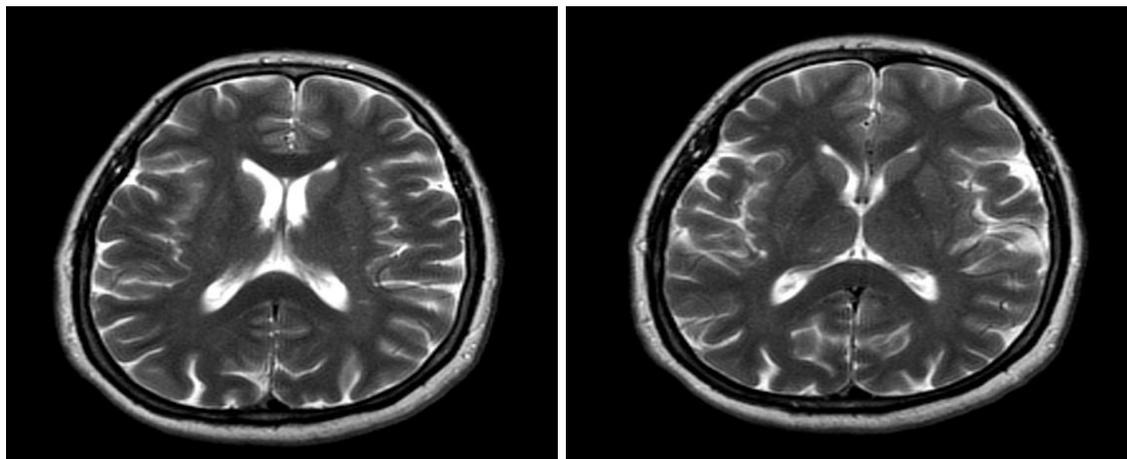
МРТ головного мозга больной А.
